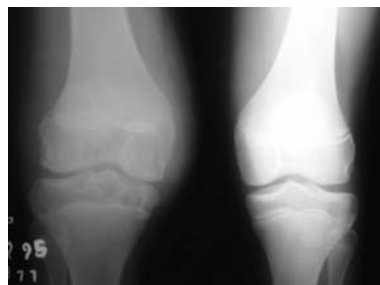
Radiografia do caso 3.
